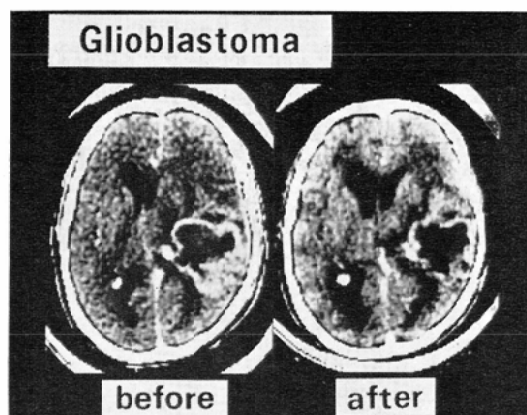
Glioblastoma in 61-year-old male. The patient had right temporal lobectomy before radiation therapy. CT scan taken before radiation therapy shows a ring-like enhanced tumor with peripheral low density area and moderate displacement of the lateral ventricles to the left. CT scan taken after irradiation (5050 rad) shows moderate decrease of enhanced mass and also peripheral low density area. The previously noted ventricular shift to the left has improved.
